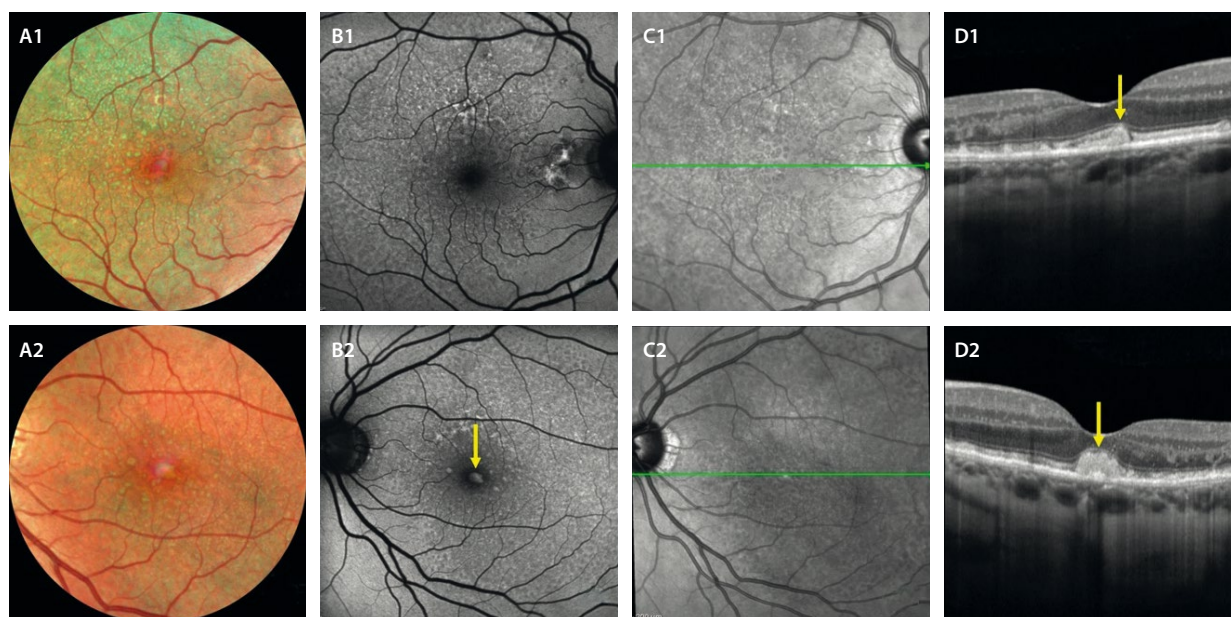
Material viteliforme asociado a depósitos drusenoides subretinianos. A1 y A2) La retinografía multicolor permite delimitar perfectamente los depósitos drusenoides subretinianos y detectar la presencia de un material más rojizo a nivel foveal. B1 y B2) Este material foveal viteliforme muestra hiperautofluorescencia (flecha amarilla, B2). Los depósitos drusenoides subretinianos se ven como un reticulado en «panal de abeja» que también se puede apreciar de forma invertida en la imagen cercana a la infrarroja (C1 y C2). D1 y D2) Es la tomografía de coherencia óptica que permite ver los depósitos drusenoides subretinianos, que asocian un material foveal hiperreflectivo redondeado a nivel foveal entre el epitelio pigmentario de la retina y la capa de los elipsoides que corresponde al material viteliforme.
